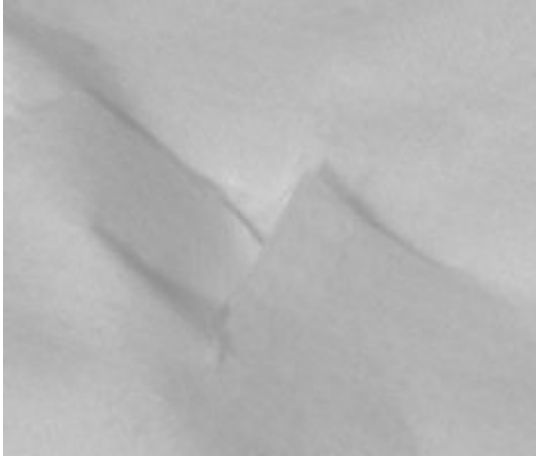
Deckenunterseite TC 1050
